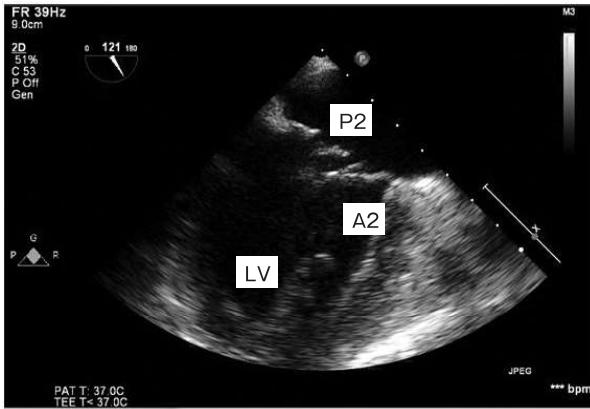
経食道心エコー図(TEE)(2015/12/11 16:11)
